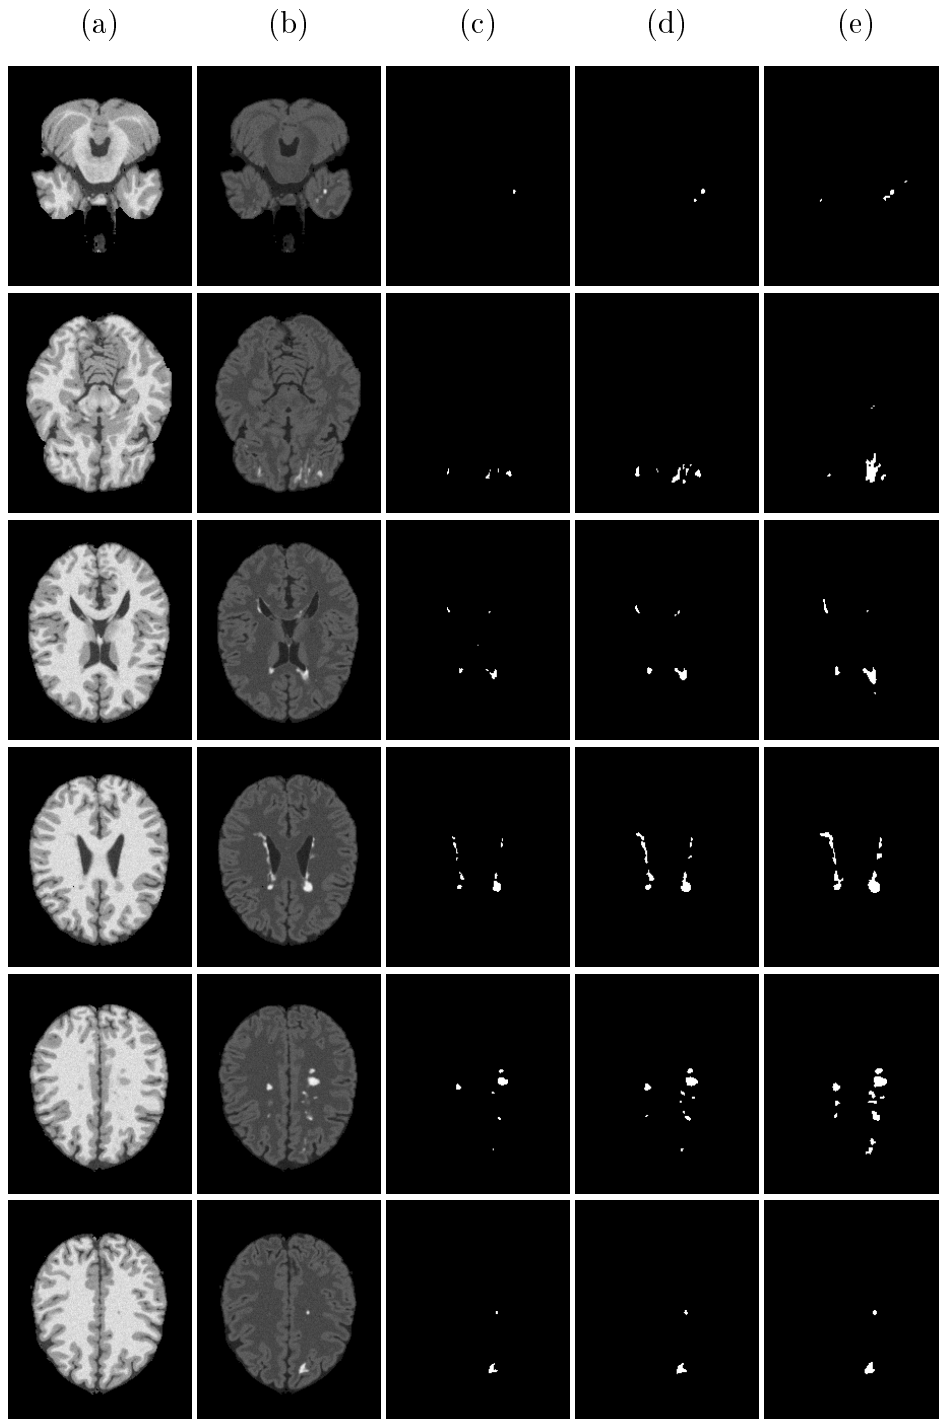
Optischer Vergleich der Segmentierung mit den beiden Läsionsmasken. (a) T_1 - und (b) FLAIR-Sequenzen, (c) Maske 1, (d) Maske 2 und (e) Segmentierung.
